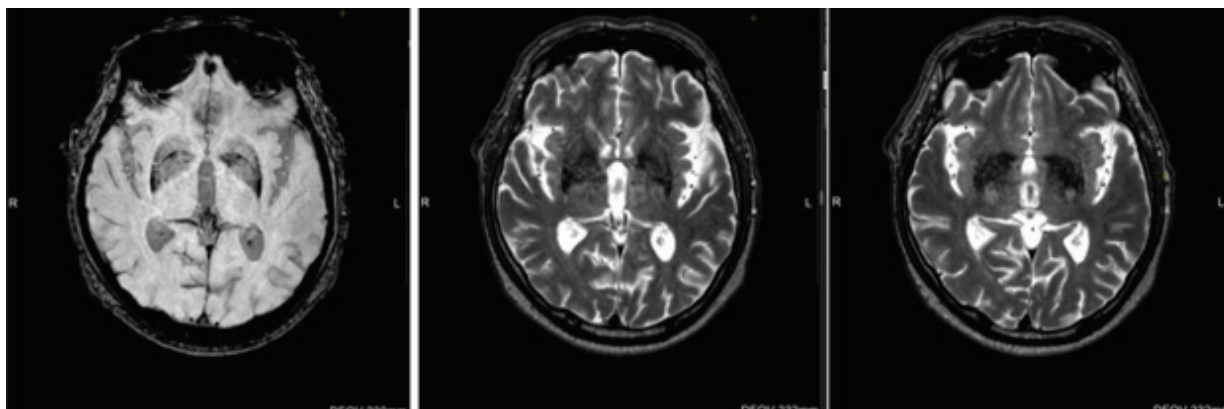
3 Тесла МРТ головного мозга
